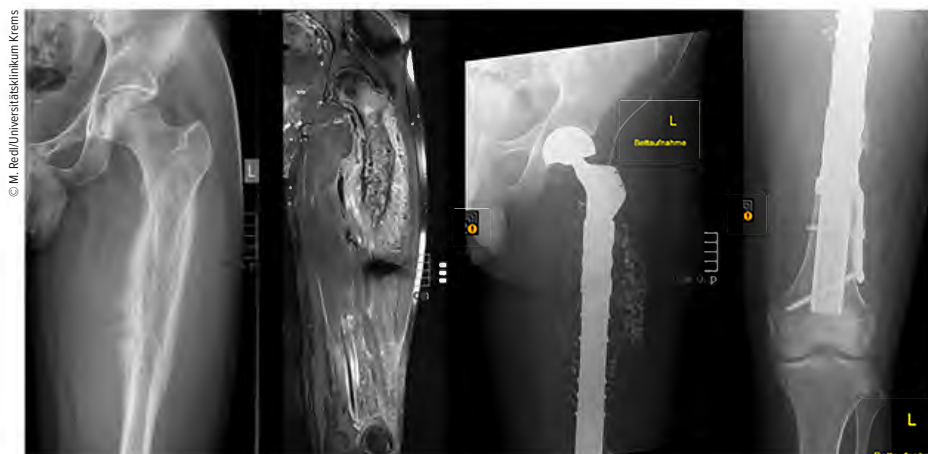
Patient 5, Röntgenbild a.p., MRT koronar, postoperative Röntgenbilder a.p. Hüfte und Knie
